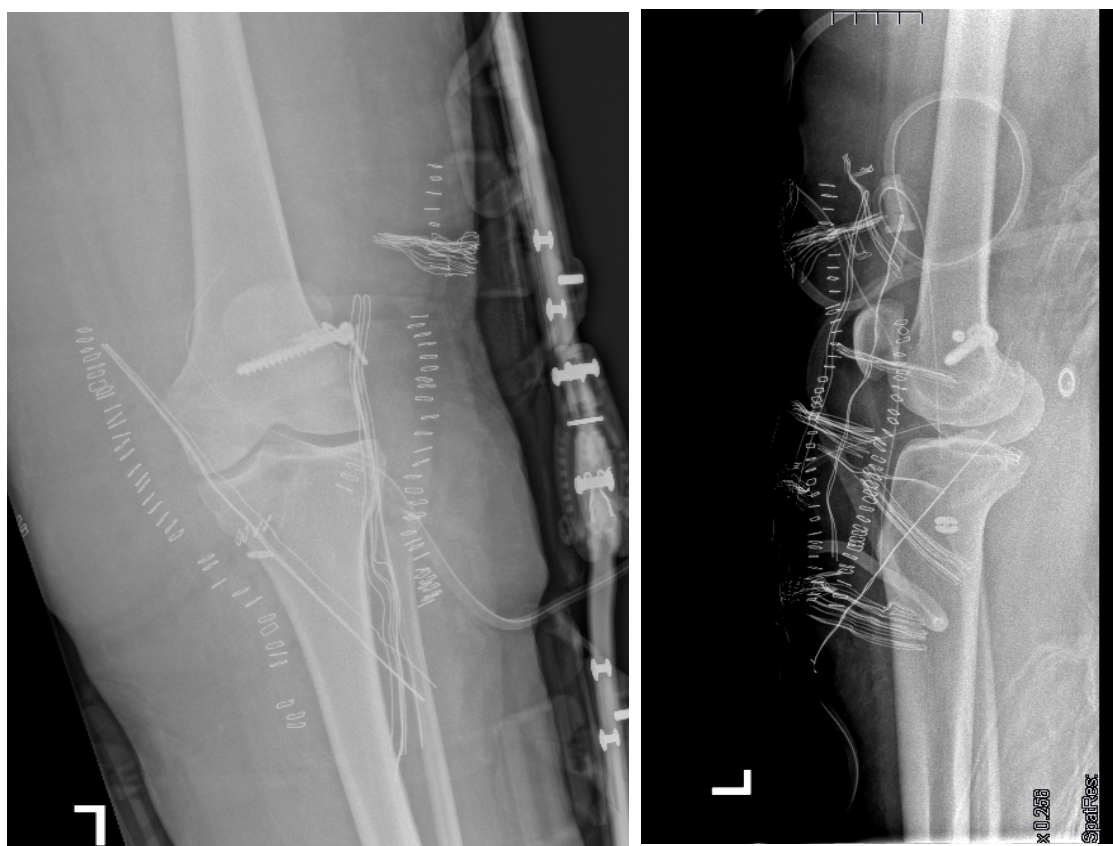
Radiografías AP y lateral. Control postoperatorio.
